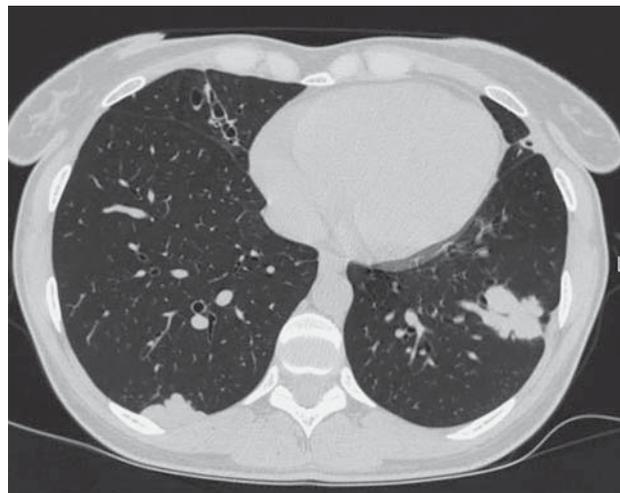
МСКТ органов грудной клетки. Аксиальная проекция – в S_x справа субплеврально очаговое образование без воздушной прослойки с костальной плеврой, в S_x слева многоузловое образование с бугристыми контурами с тяжами к костальной плевре.
